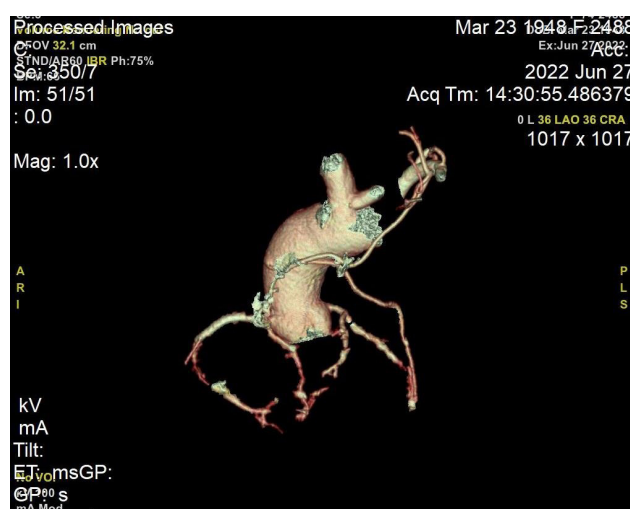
Компьютерная томография коронарных артерий. Визуализируется шунт из лучевой артерии (указано стрелкой)
